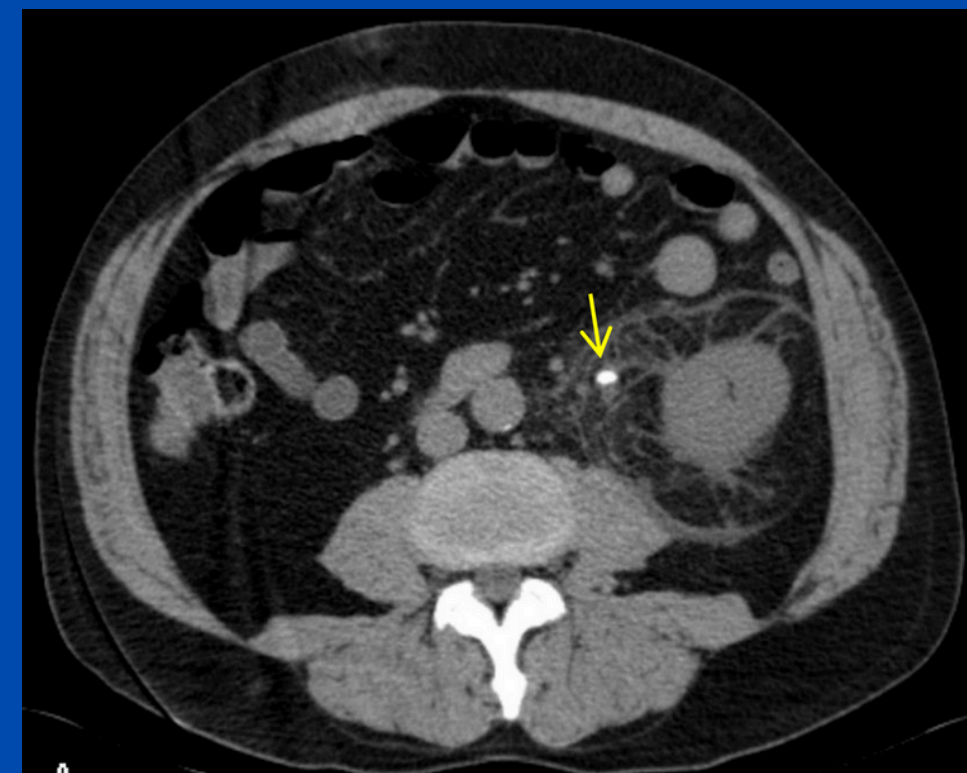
TC sin contraste: Riñón izquierdo de tamaño aumentado, Visualizándose en unión pieloureteral proximal litiasis de 6 mm, que provoca ligera ectasia calicopieloureteral. Líquido perirrenal correspondiente a urinoma.
